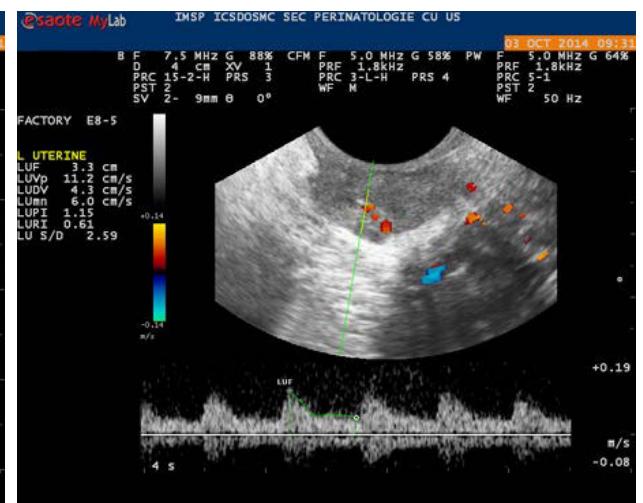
USG + doppler: formațiune hipoeogenă cu vascularizare periferică
